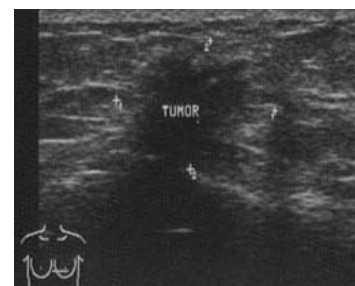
(c) zeigt das Sonogramm eines invasiven Mammakarzinoms. Zu beobachten ist der Schallschatten unter dem Herdbefund.
